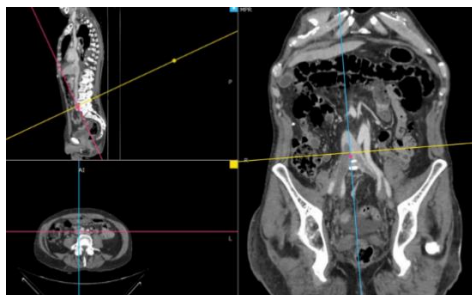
А.3.9 Субтотальний посттромботичний стеноз лівої загальної клубової вени та гострий венозний тромбоз правої загальної клубової вени у хворого на ПТХНК за даними МСКТ
